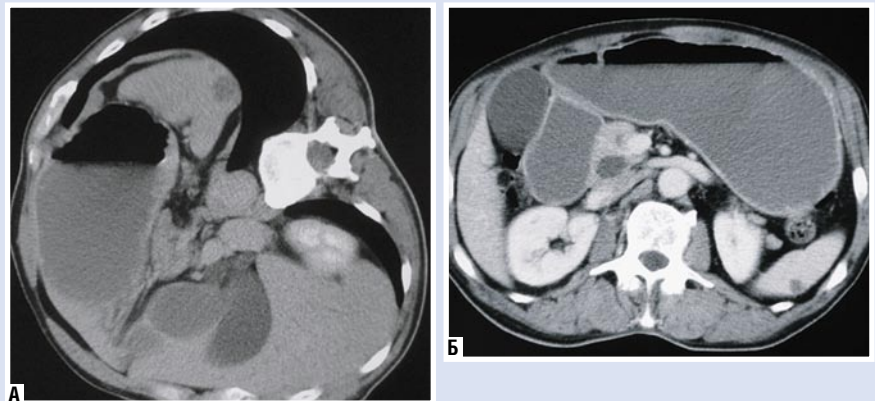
КТ-изображение метастазов рака головки поджелудочной железы в селезенку в нативную фазу (А) в положении на боку и в контрастную (Б) фазу исследования
